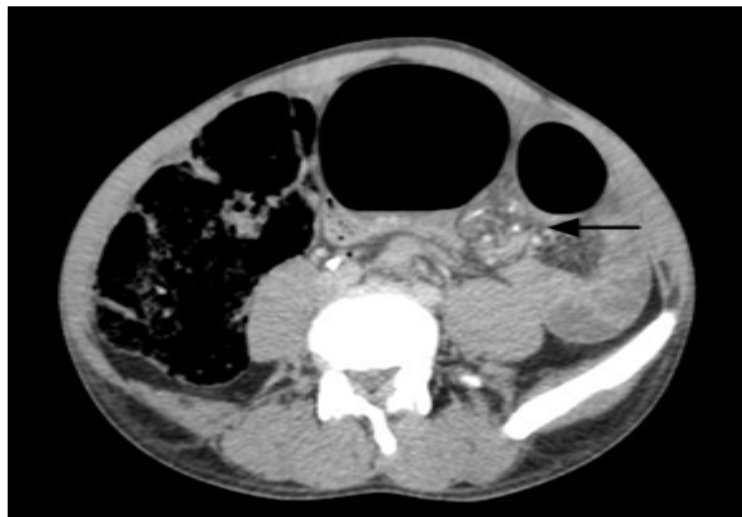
TDM abdominale avec injection du PDC objectivant une distension colique avec une image en bec d'oiseau.
